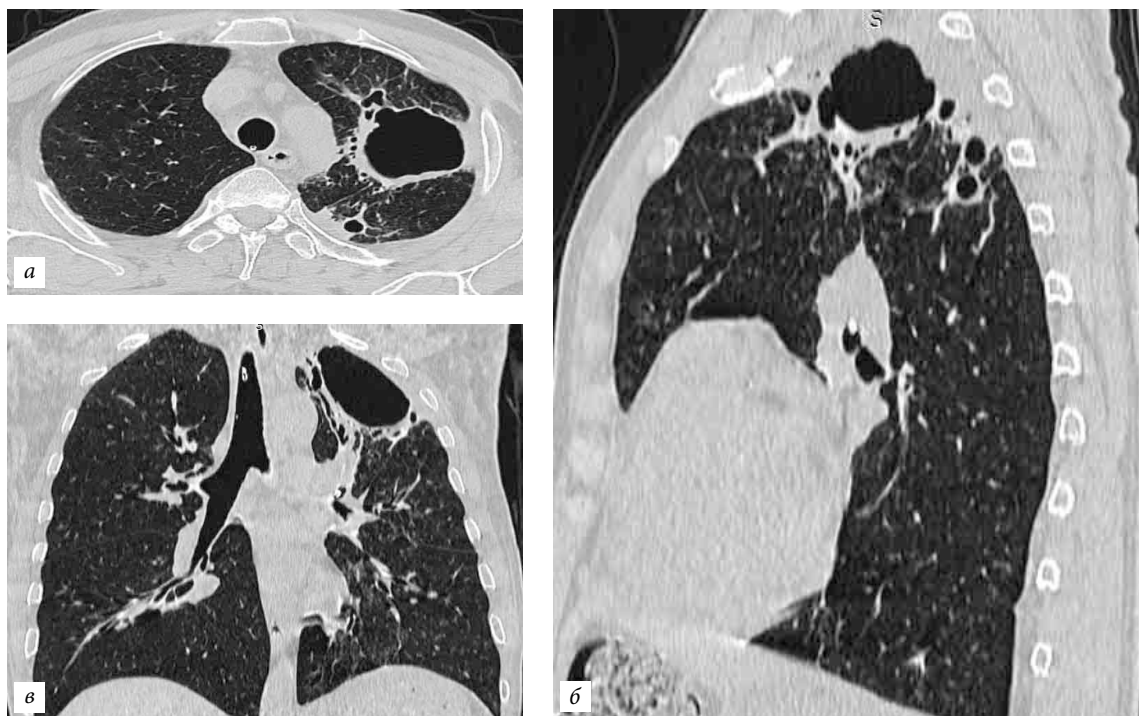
Компьютерная томография органов грудной полости от 15.01.2018 г.: легочный режим — на следующие сутки после катетеризации абсцесса легкого.
